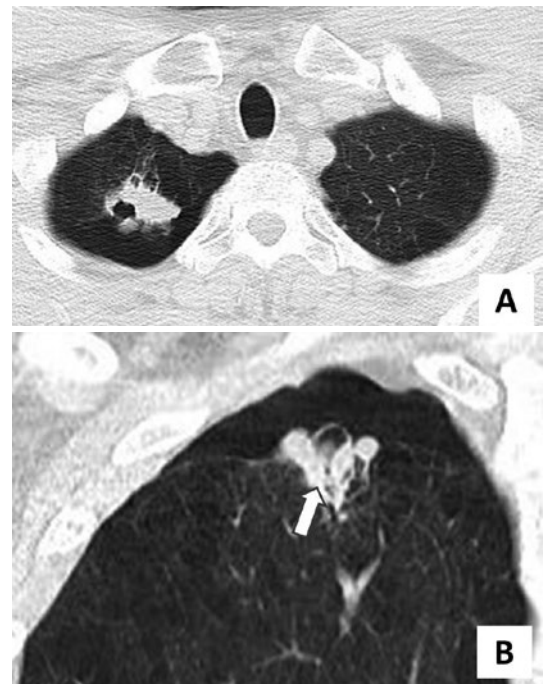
入院時胸部CT, 右肺尖に19 mm 大の空洞を伴う結節影がみられる. 誘導気管支(矢印)を伴っている.
